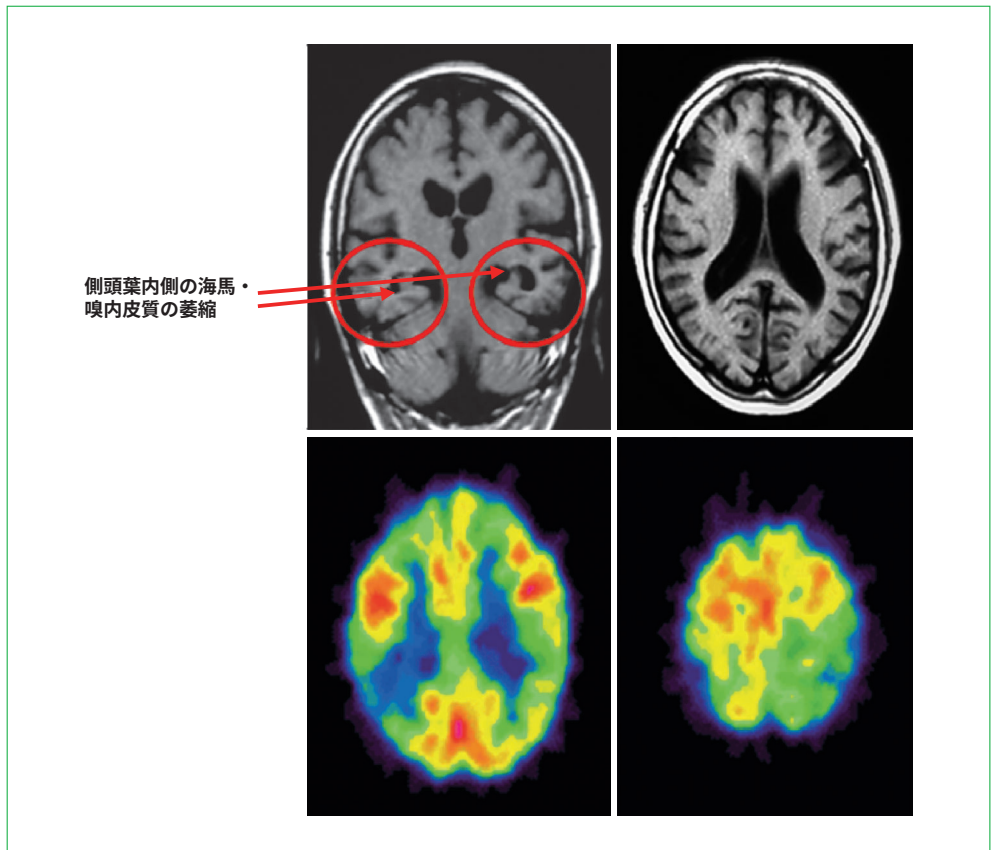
Alzheimer 病のMRI と SPECT
